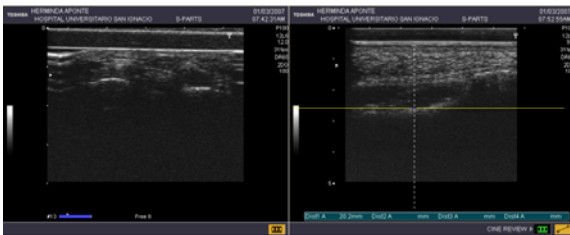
Imágenes obtenidas con el equipo Toshiba nemio SSA-550A de ultrasonido de la lámina seleccionada.
